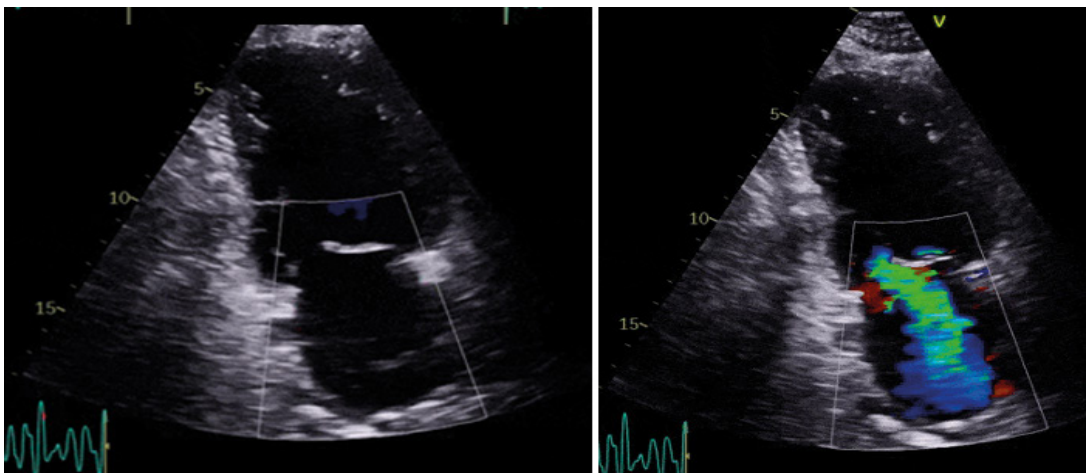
Ecocardiografía de ingreso. Plano apical 2 cámaras, diástole (izquierda) y sístole (derecha). Fracción de eyección severamente deprimida e insuficiencia mitral severa
